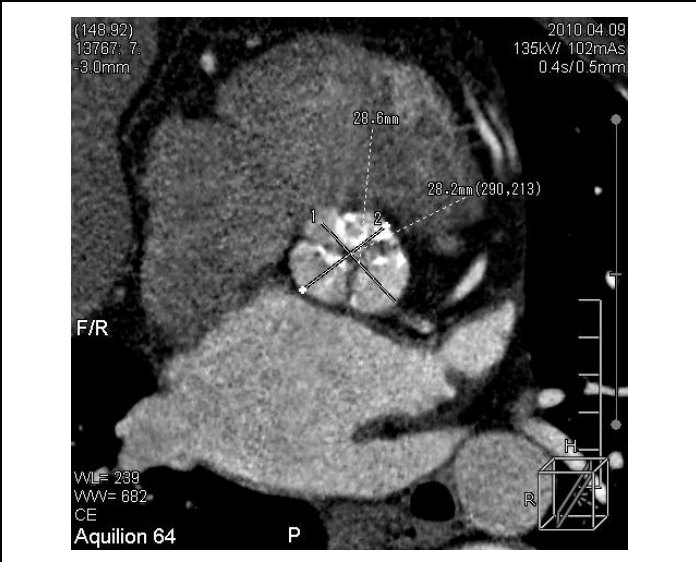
МСКТ. Многоплоскостная реконструкция. Измерение фиброзного кольца аортального клапана.
